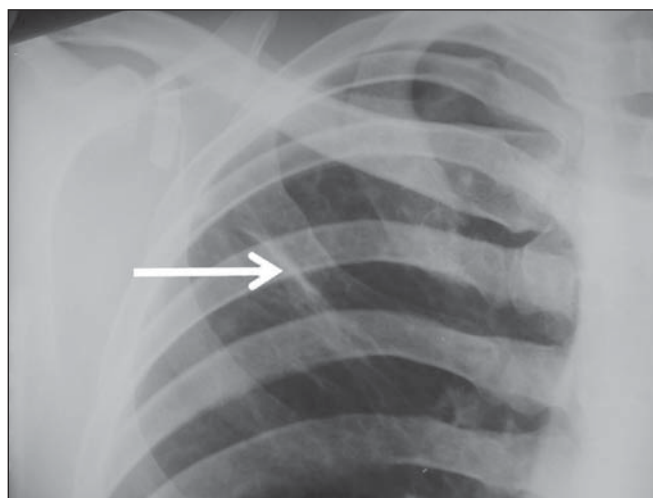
Homem de 32 anos com densidade linear no ápice pulmonar direito (seta). Esta radiografia foi feita dois anos após tratamento bem sucedido para tuberculose pulmonar.
